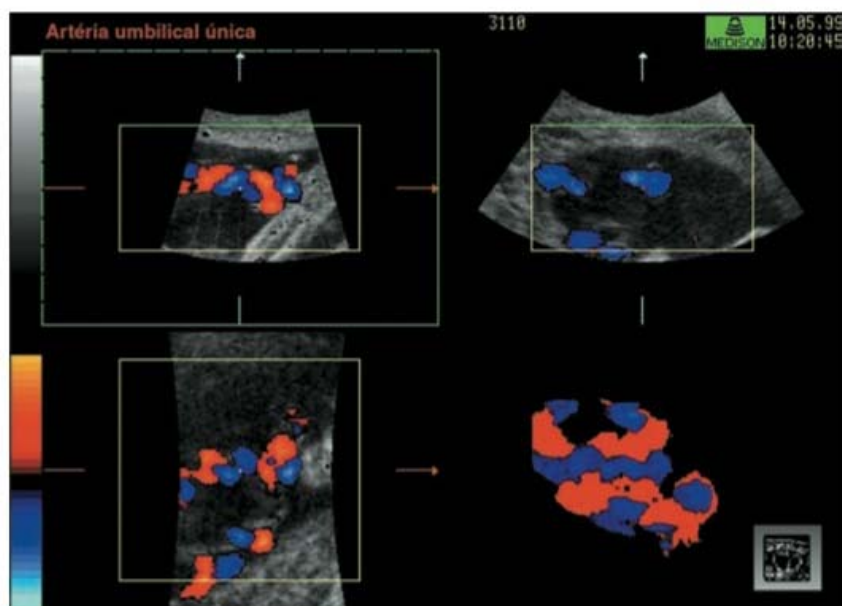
■ Ultrassonografia tridimensional no segundo trimestre com artéria umbilical única. (Adaptada de Montenegro *et al.*, 2001 – *op. cit.*)
